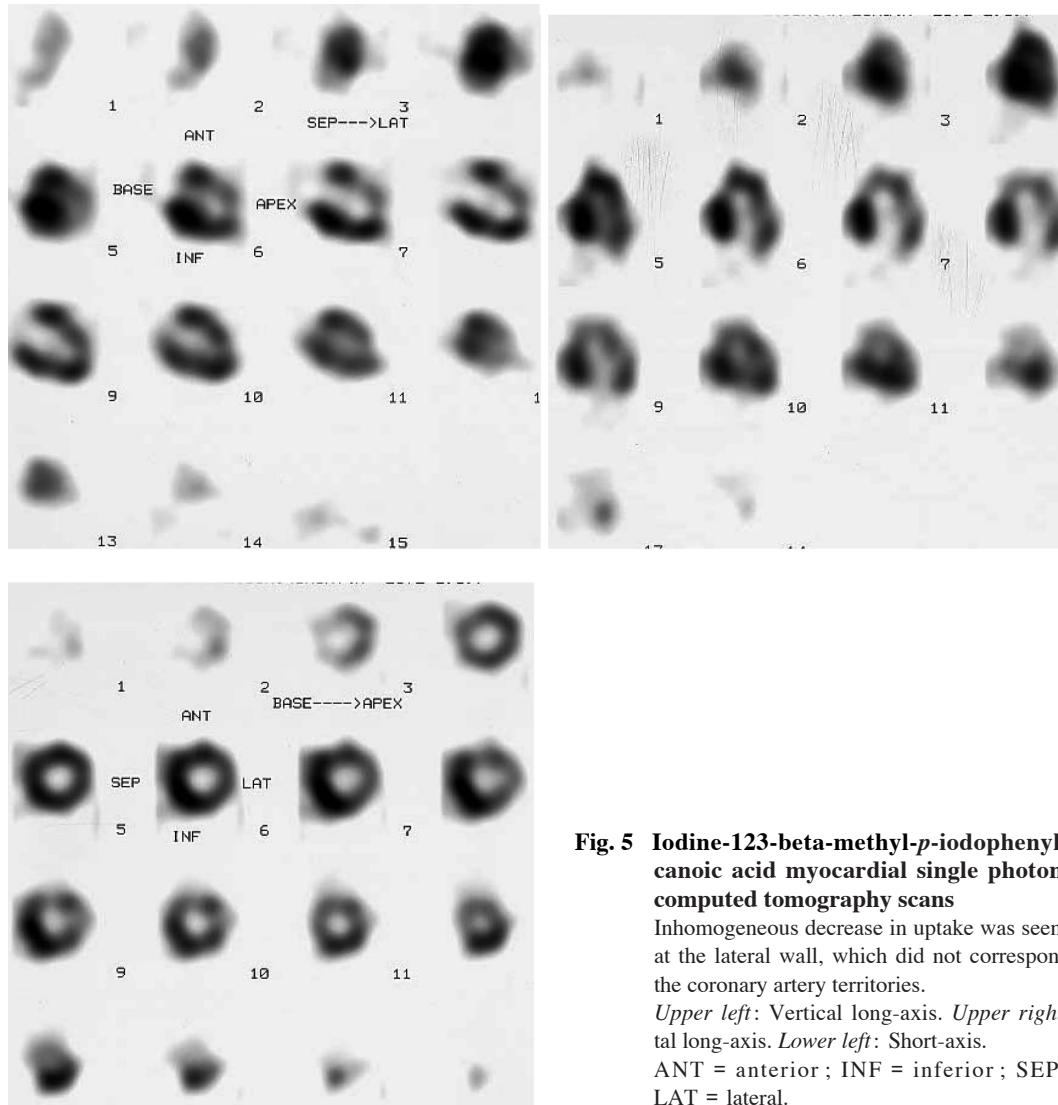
Iodine-123-beta-methyl-*p*-iodophenyl-pentadecanoic acid myocardial single photon emission computed tomography scans
